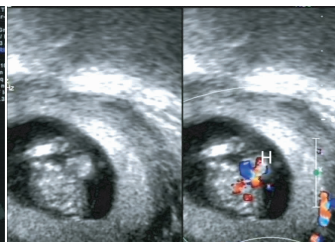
早孕期经阴道超声检查示心脏全部突出于胸壁(H:心脏)
